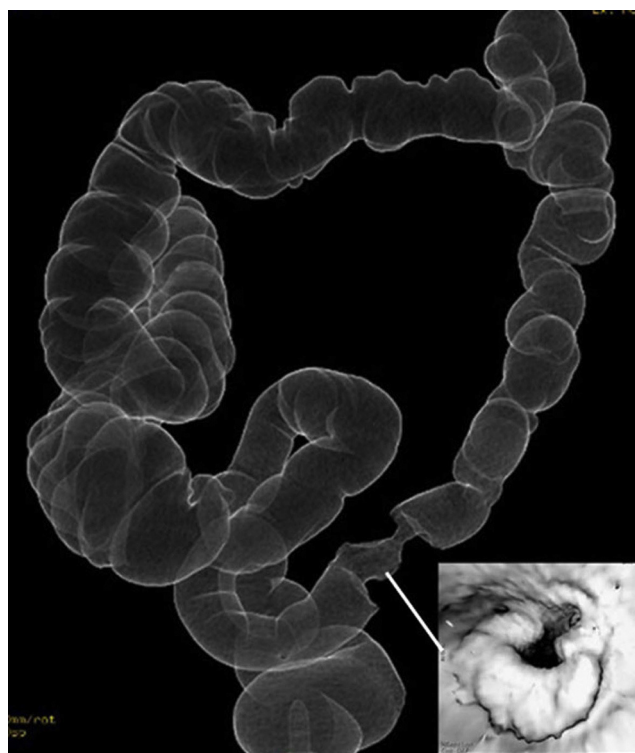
Colonografía por TC, realizada al mes del ingreso hospitalario, donde se evidencia una lesión en «corazón de manzana» de 5 cm de longitud, en la unión del sigma-colon descendente, sugestiva de malignidad, sin afectación mucosa a otros niveles.
